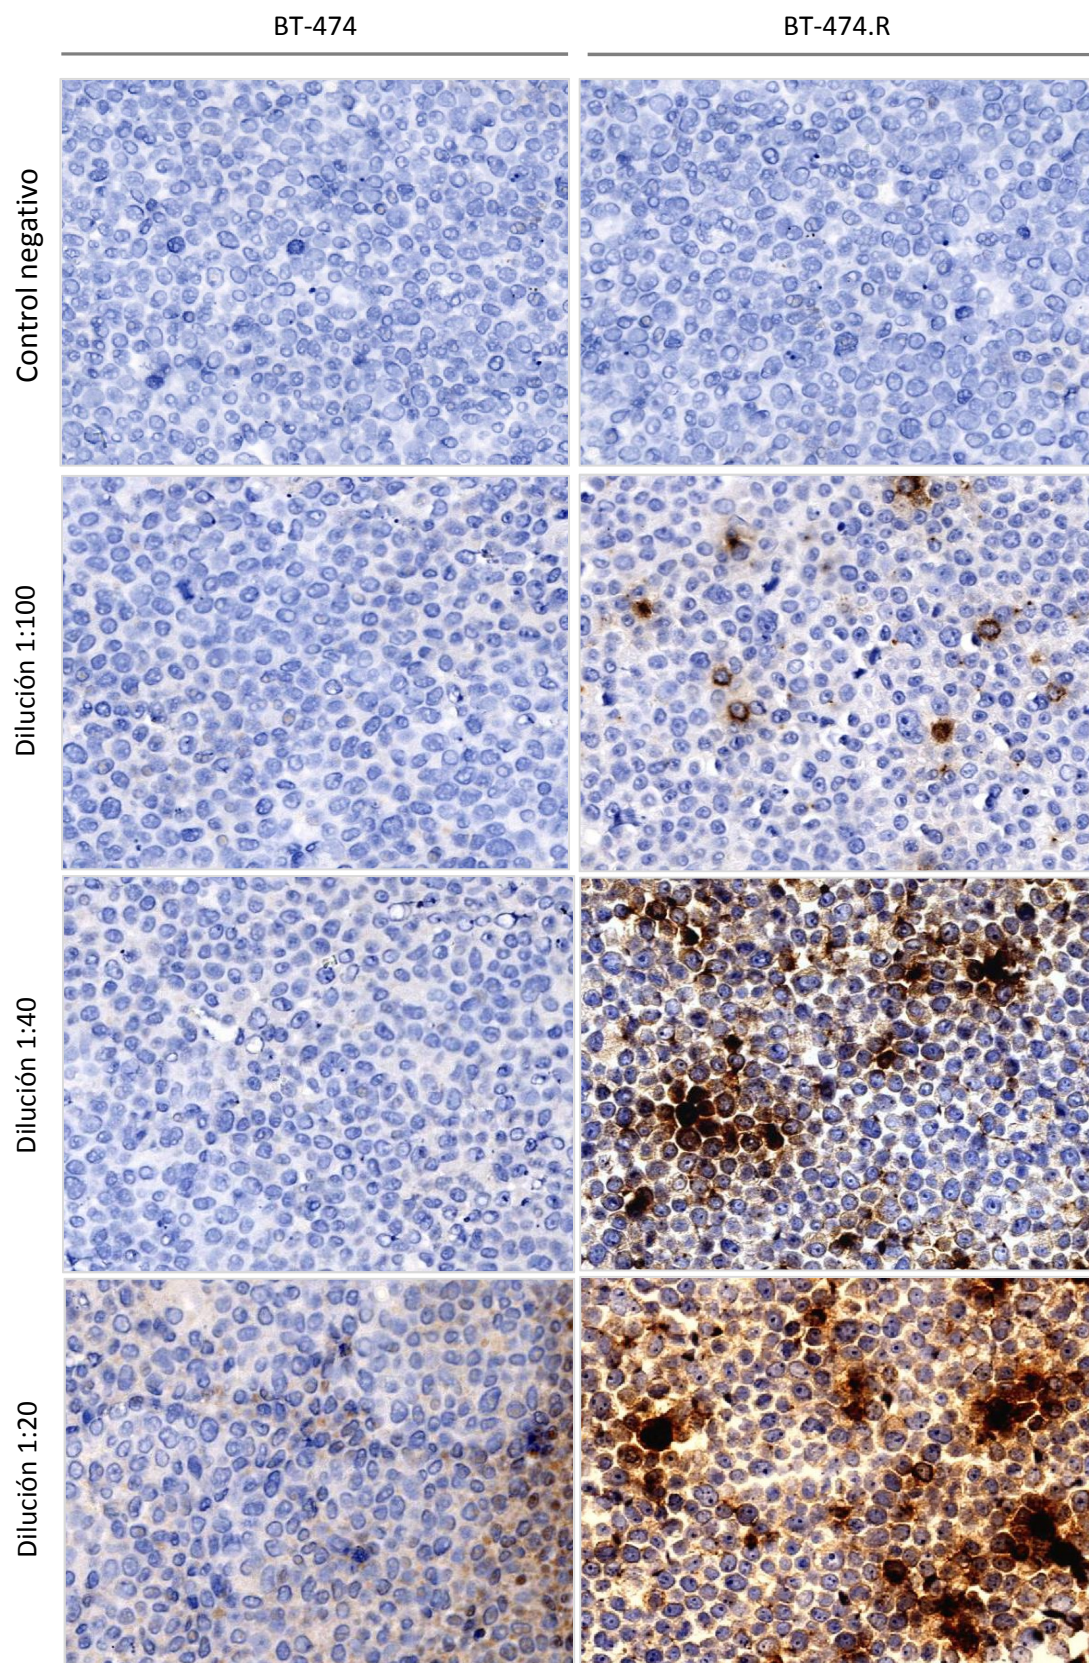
Imágenes representativas de tinción inmunohistoquímica 200X reveladas con DAB, para el anticuerpo CCL5 sobre precipitados celulares FFPE de las líneas BT-474 y BT-474.R, a diferentes concentraciones de anticuerpo.
